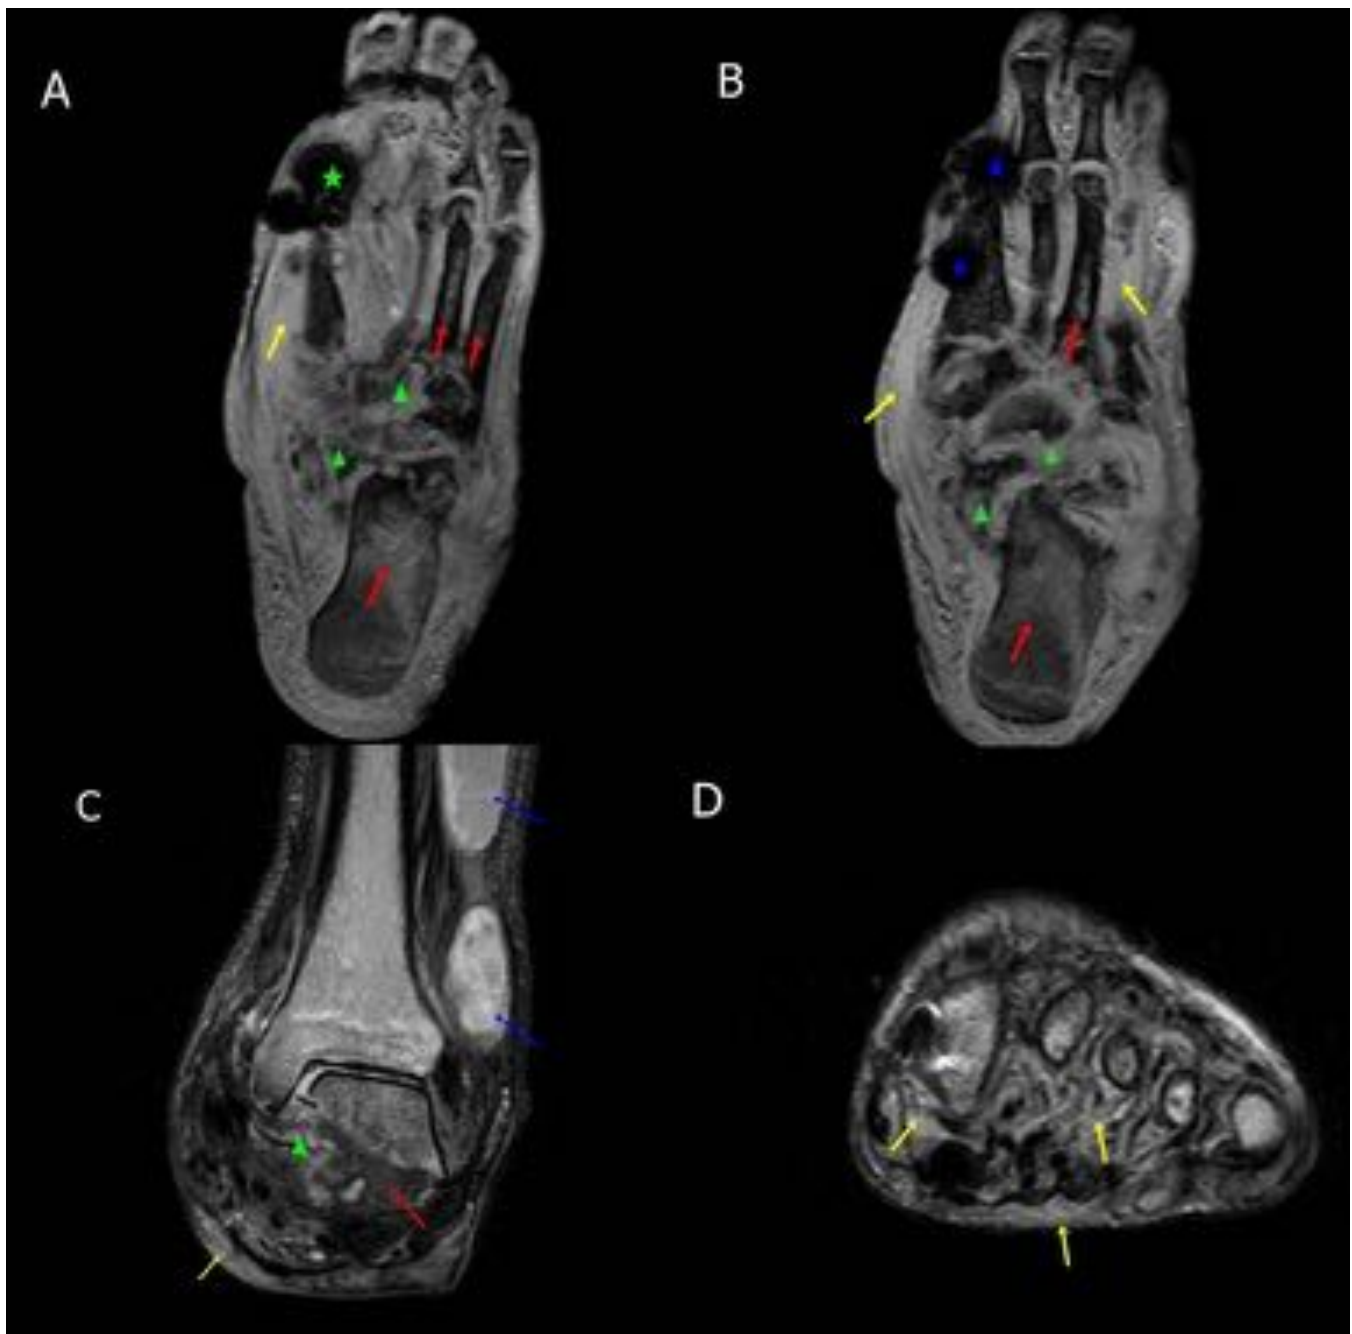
Osteoartropatía neuropática crónica avanzada [Cabezas de flecha]. Imágenes coronales y axiales de RM sin contraste. Afectación de la intensidad de señal ósea (Hiper en T2) [Flechas rojas] que pudiera corresponder con edema-osteitis sin descartar osteomielitis coexistente (No administración de Gd). Afectación inflamatoria musculotendinosa (miositis/tenosinovitis) y subcutánea [Flechas amarillas]. Colecciones de origen articular [Flechas azules]. Artefactos susceptibilidad magnética [Estrellas].
